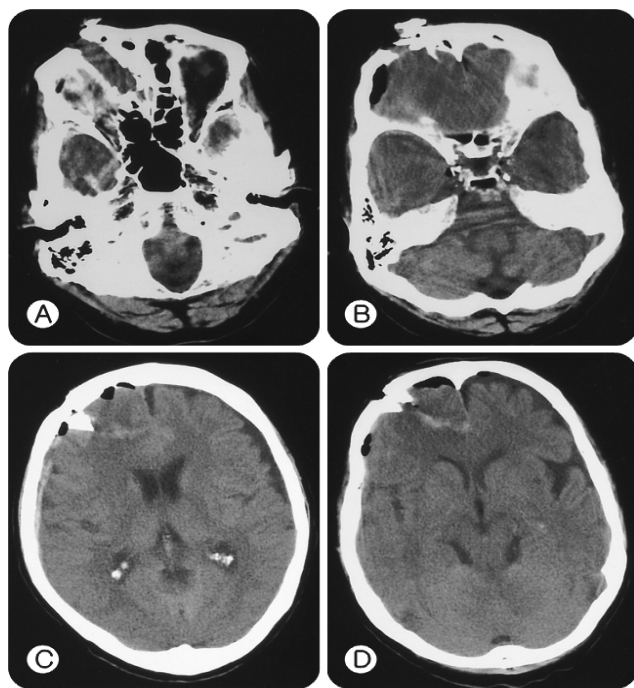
Preoperative cerebral axial CT scan demonstrating ICH, SDH, pneumocephalus and CCDF on the right frontal area. *CCDF: compound comminuted depressed fracture
